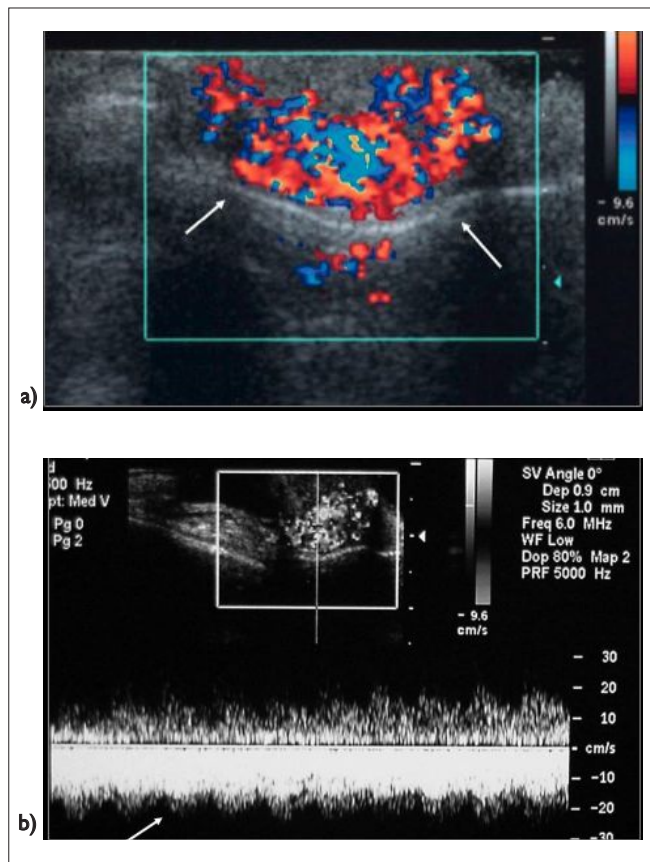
Fístula arteriovenosa de la muñeca en un niño de 14 años de edad. a) La US Doppler-color muestra una lesión muy vascularizada en las partes blandas superficiales. b) Las curvas de flujo muestran un flujo rápido, irregular y prácticamente continuo.
